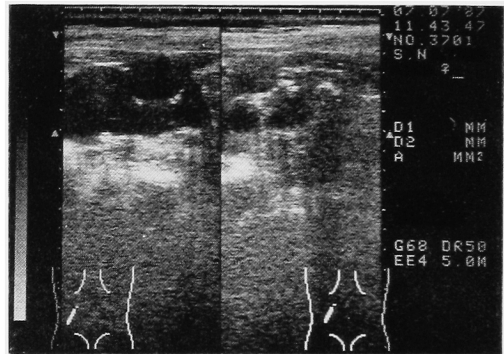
Ultrasonography of the left kidney. Numerous cystic lesion and calcification in the cyst wall are visible.
